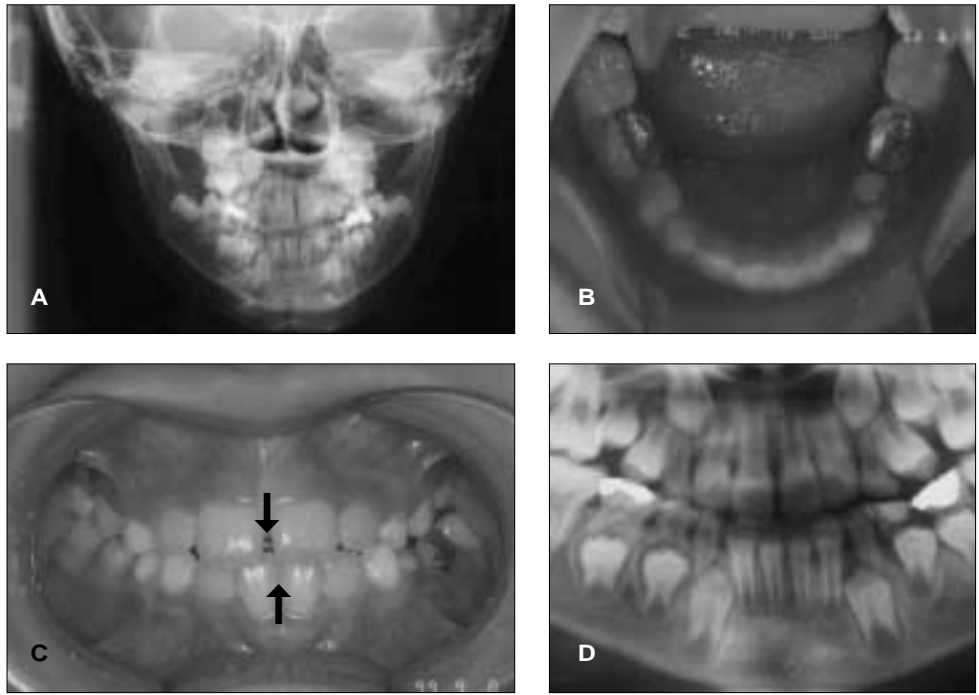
Initial photos. a. No skeletal midline deviation can be found in Posterioranterior cephalometric radiography(7Y 3M). b. Intraoral photo of mandibular dentition shows midline deviation to the left side(7Y 3M). c. Intraoral frontal photo shows midline deviation of mandibular dentition(7Y 3M). d. Panoramic view(7Y 3M).
